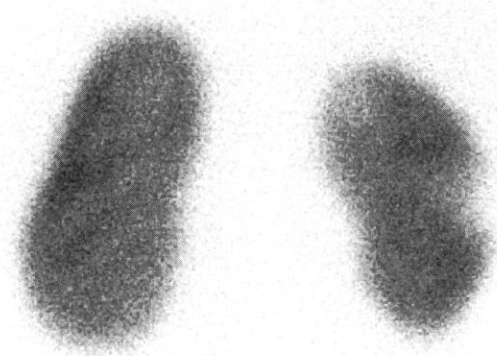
DMSA renal scintigraphy of Case 3. Right renal uptake was not so low. In the middle of right kidney, a defect due to renal infarction was shown.
